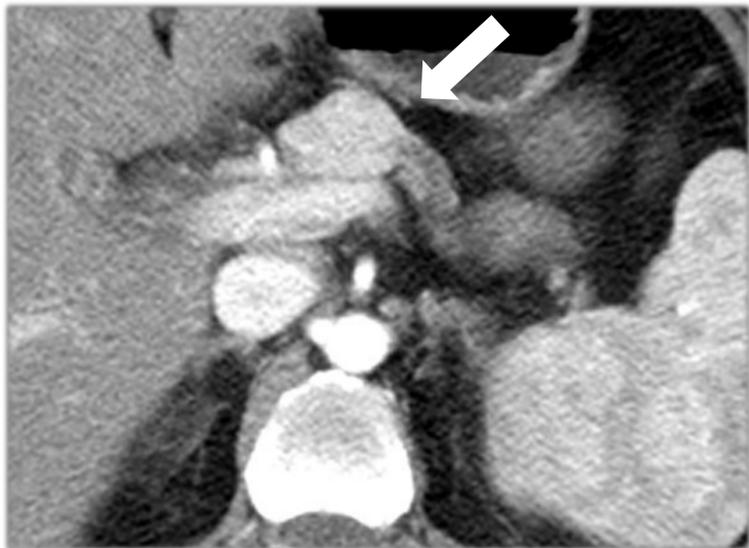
Imagen de TC fase arterial Lesión nodular hipervascolar en cuerpo del páncreas que condiciona una dilatación del conducto pancreático principal. Corresponde a un TNE no funcionante.
